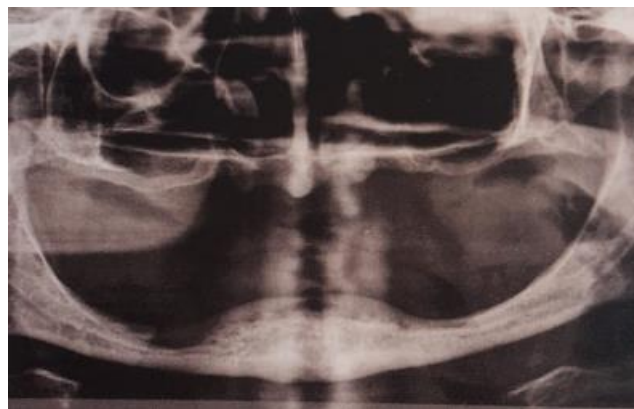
Radiographie panoramique de crêtes osseuses fortement résorbées.(Rignon-Bret, 2008, (158))
